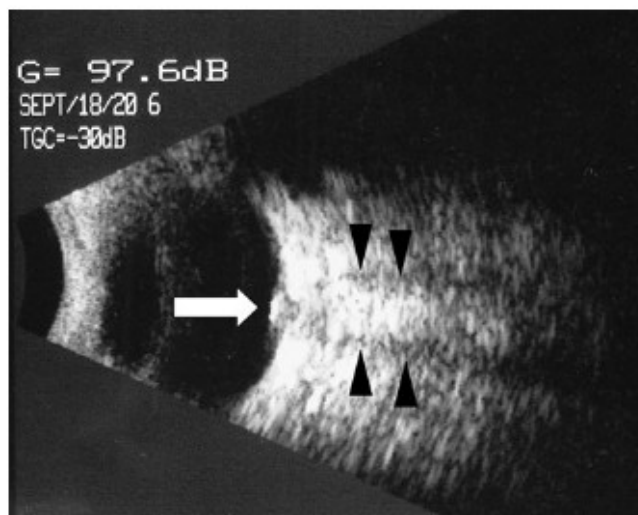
échographie oculaire mode B mettant en évidence un OP (flèche blanche) et une distension des gaines du nerf optique (flèches noires). [57]
